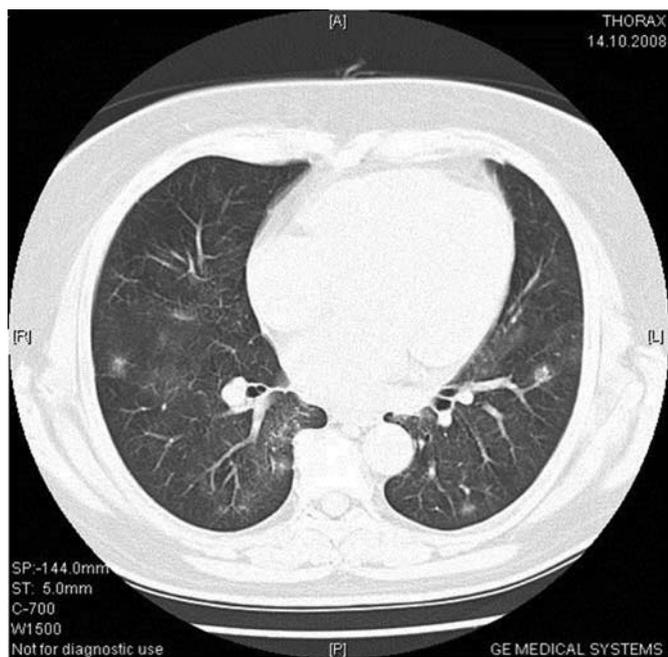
КТ легких пациентки С.Т.З. с признаками интерстициального поражения легких
